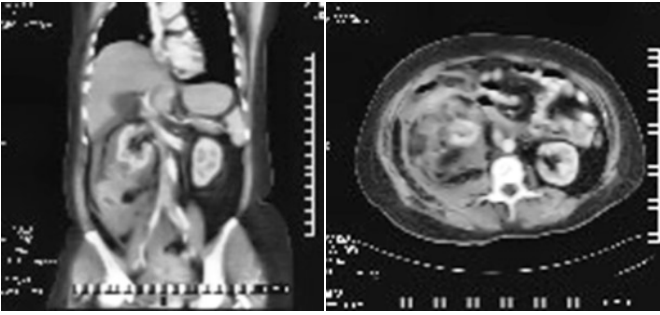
TAC abdominopélvica donde se demuestra una colección perirrenal derecha con densidad heterogénea con extensión hacia hueco pélvico.
